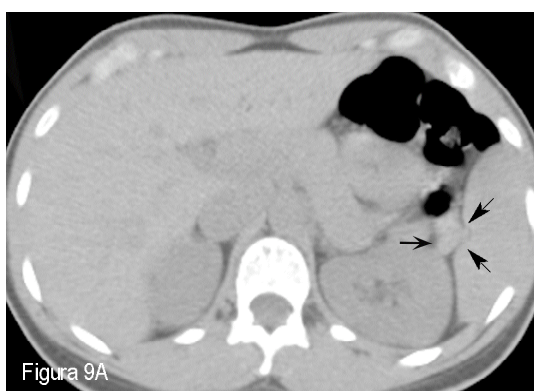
Mujer de 27 años con LHcEN (ID 23) en la estadificación inicial. A: TC DB axial a la altura del hilio esplénico, observándose en dicha localización pequeña imagen redondeada que se interpretó como bazo accesorio o estructura vascular (flechas). B: TC DA en la misma localización dónde se observó una adenopatía en hilio esplénico interpretada como no patológica debido a su pequeño tamaño (flechas). C: Misma imagen de PET donde se observó un mínimo acúmulo de ^{18}F FDG difícil de localizar anatómicamente, que se interpretó como intestinal y por tanto, no patológico (flechas). D: La PET/TC DA confirmó la existencia de adenopatía hiliar esplénica, patológica dada su captación de ^{18}F FDG a pesar de su pequeño tamaño (flechas).
